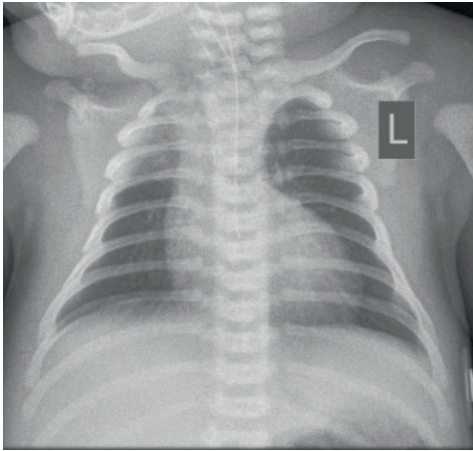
Рентгенограма неомовляти з ТМС з інтактною МШП
